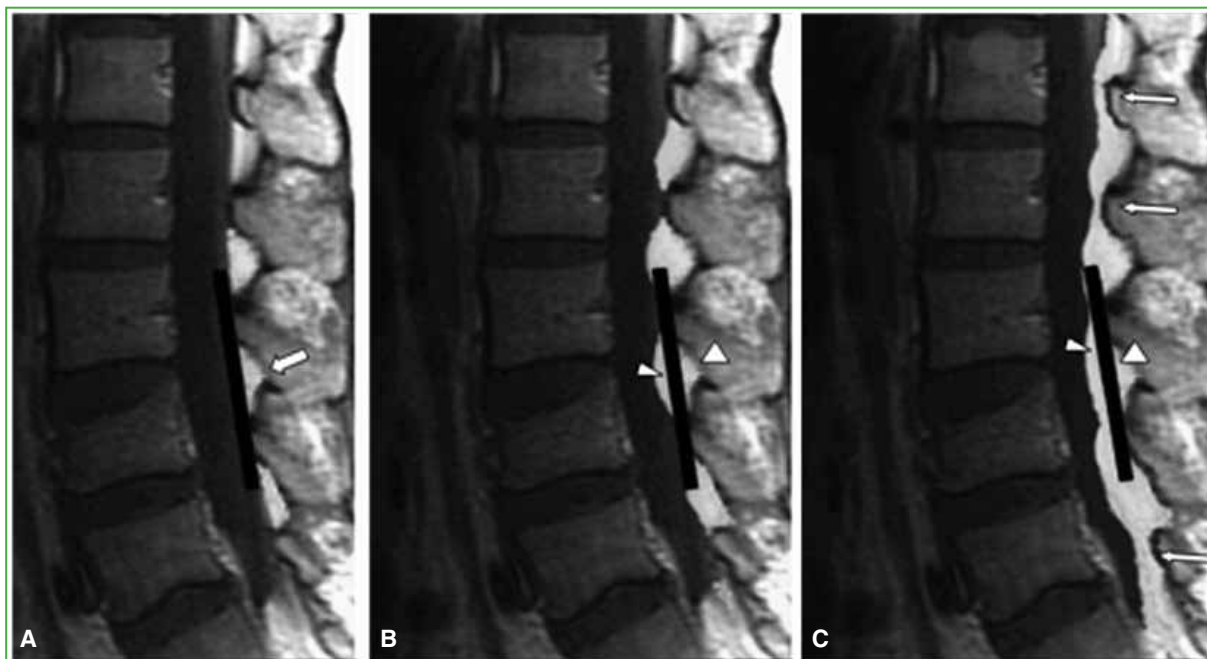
Clasificación de la lipomatosis epidural según Naka y cols. Resonancia magnética de columna lumbar, secuencia T1, cortes sagitales. A. Grado I, la grasa se encuentra entre la línea indicada y las extremidades de los arcos posteriores vecinos (flecha). B. Grado II, la grasa cruza la línea, pero se encuentra entre las extremidades de los arcos posteriores (cabezas de flechas). C. Grado III, la grasa cruza la línea (cabeza de flechas) y se la ve sobre las extremidades de los arcos (flechas).
